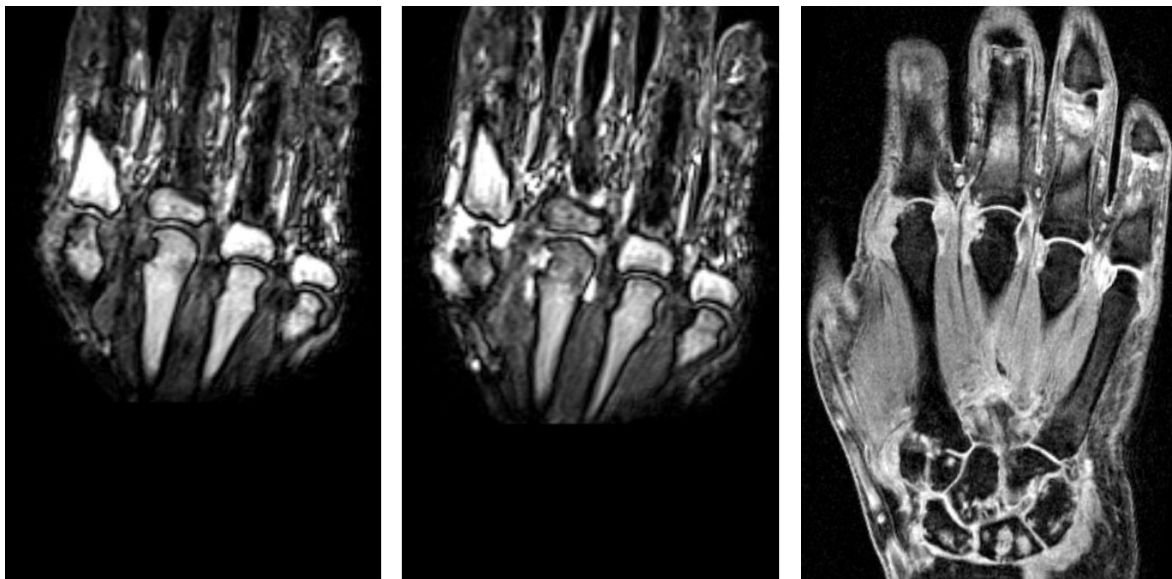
32jährige Patientin mit rheumatoider Arthritis. A: Niederfeld-MRT (T1 GRE Sequenz nativ) mit Darstellung von Erosionen der MCP-Gelenke II, III und V. B: Niederfeld-MRT (gleiche Sequenz wie A) nach Kontrastmittelinjektion mit Darstellung von Synovitis an den MCP-Gelenken II und III. Zusätzlich Tenosynovitis am III. Strahl. C: Konventionelle MRT (T1 GRE Sequenz mit Fettsättigung) nach Kontrastmittelinjektion zeigt die gleichen Befunde wie A und B, zusätzlich jedoch Synovitis am MCP-Gelenk V und aufgrund es größeren Field-of-View Erosionen und entzündliche Geoden der Handwurzelknochen.
